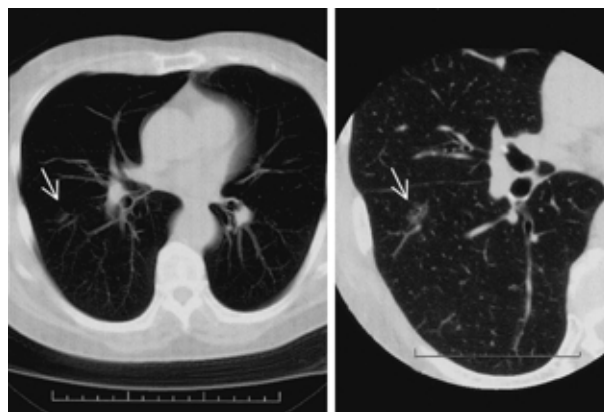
Left : CT ( collimation thickness, 10 mm ) Right : thin-section CT ( collimation thickness, 1 mm ) A ground-glass opacity pattern shadow ( 9 × 7 mm ) was observed in the right lower lobe ( arrow )
